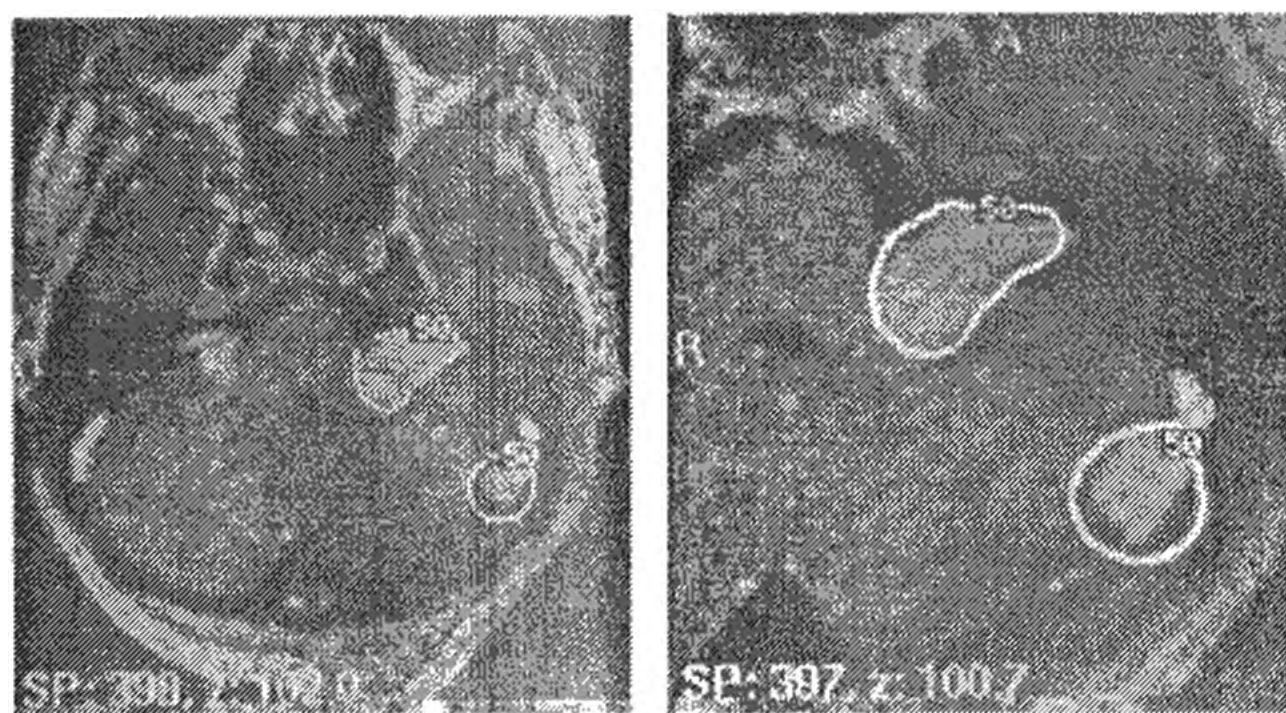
Стереотаксичне МРТ із контрастуванням гадоліном. Дві пухлини лівого мосто-мозочкового кута та пухлина правого мосто-мозочкового кута.
